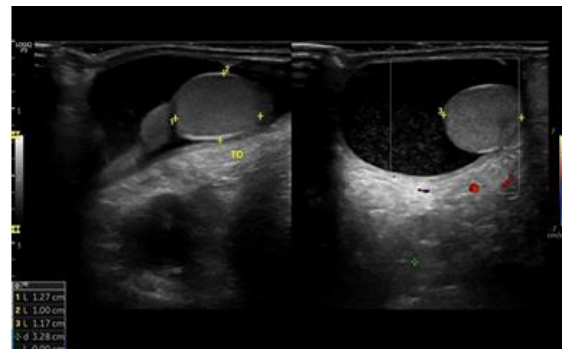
Tampakkan USG testis dextra. Tampak area anechoic mengisi peritesticular.
